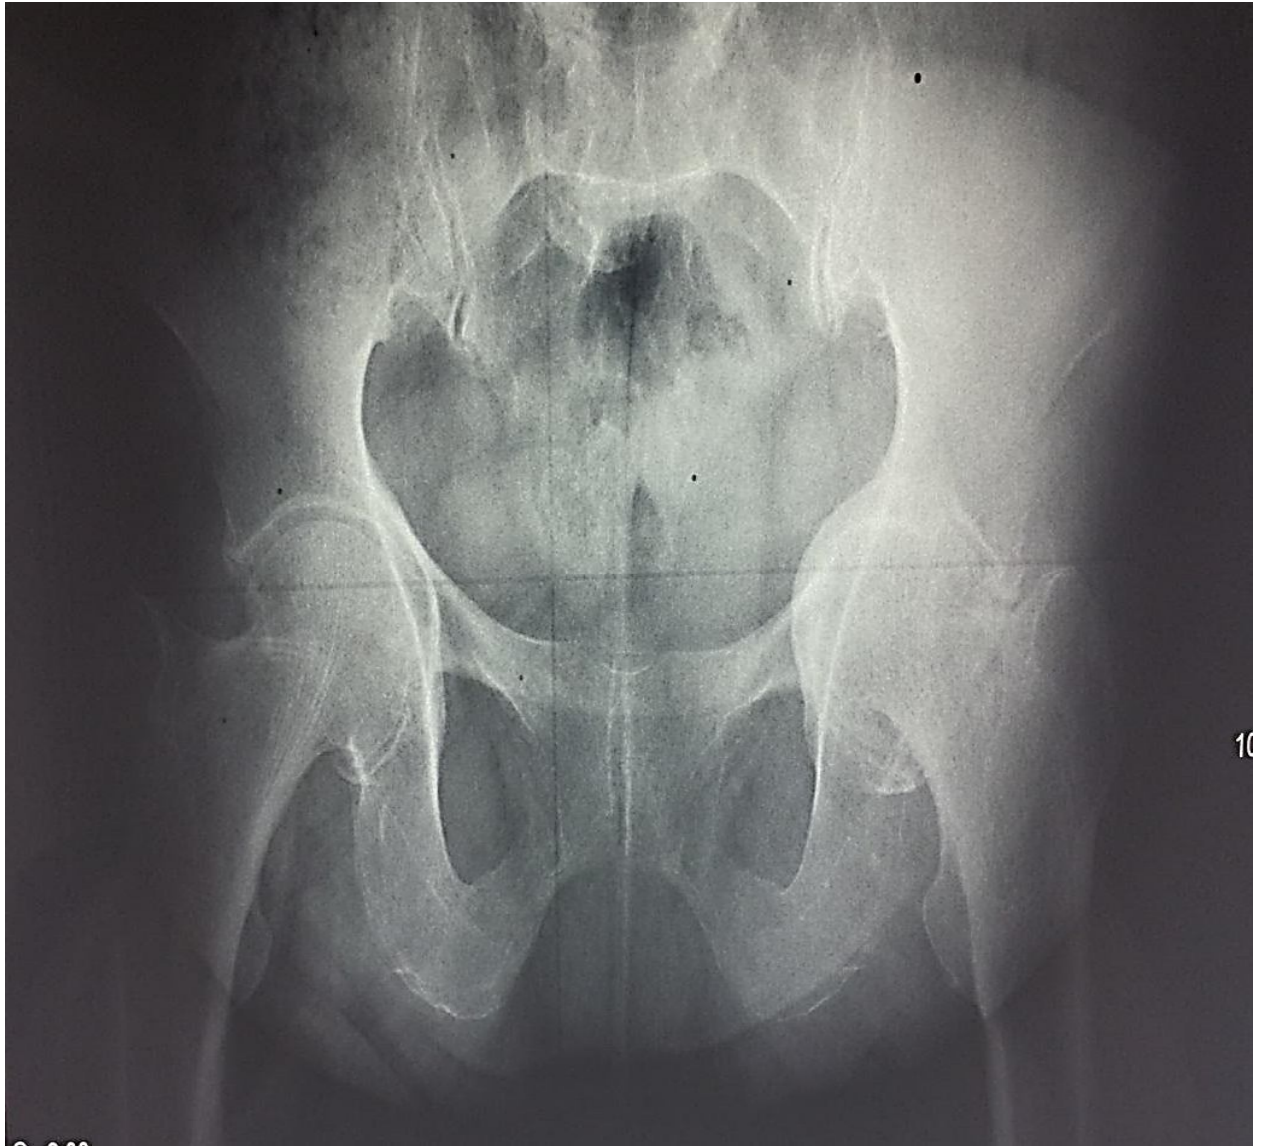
Radiographie du bassin de face montrant une protrusion de la hanche gauche sur une coxite inflammatoire
